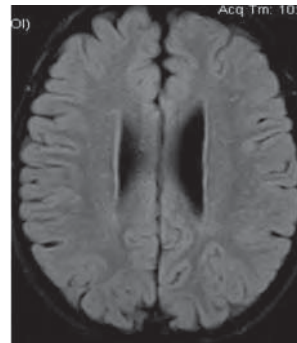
Болезнь Мойя-Мойя. Тот же пациент через 4 месяца. Магнитно-резонансная томограмма. FLAIR ИП, аксиальная плоскость. Зоны постишемических глиозно-атрофических изменений в кортикальных отделах правой теменной доли
